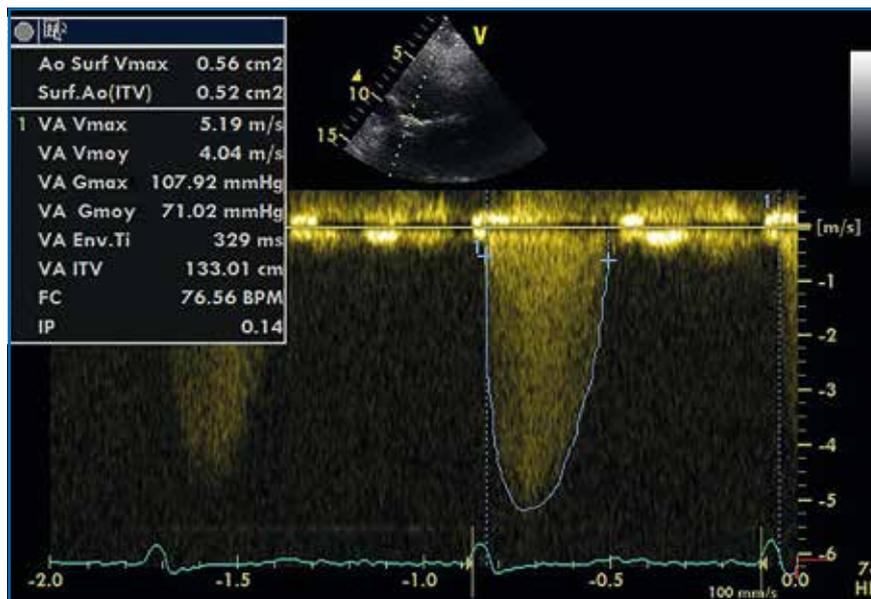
Exemple de mesure de flux Doppler continu transvalvulaire aortique avec la vitesse maximale (Vmax), le gradient moyen (Gmoy) et l'intégrale temps-vitesse (ITV).
